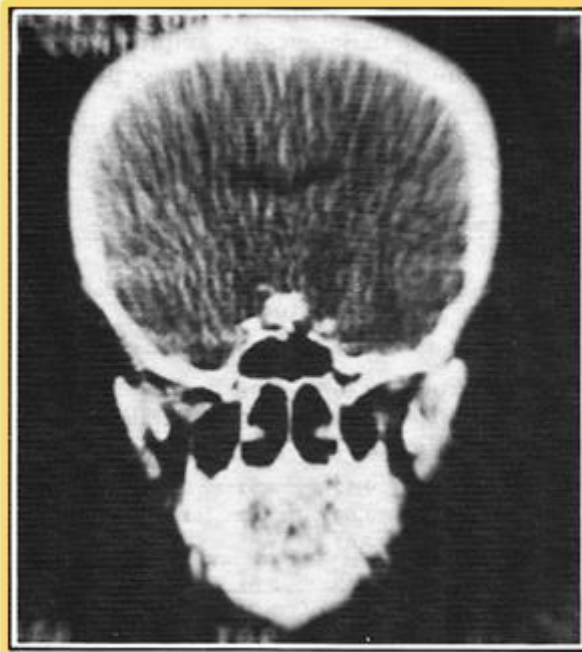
TC del caso 1. que muestra una masa supraselar.
